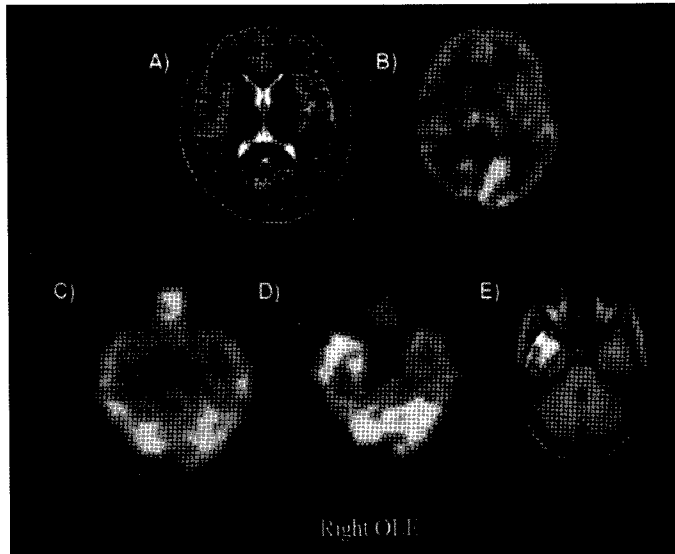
FDG-PET and ictal SPECT in occipital lobe epilepsy. (A) Focal high signal in the right occipital area. (B) Hypometabolism in the right occipital area. Compare with the metabolism of the left side. (C) Interictal SPECT showed right temporal hypoperfusion. (D) Ictal SPECT showed right temporal hyperperfusion (false localization). (E) SPM image of ictal SPECT.
